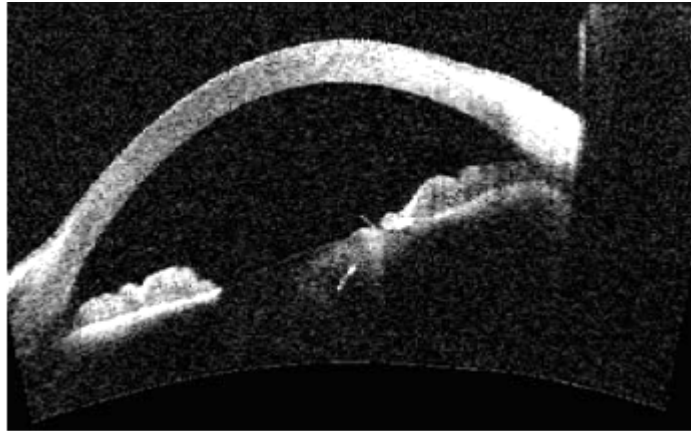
Aspect par tomographie en cohérence optique (OCT) : visualisation précise du corps étranger intra cristallinien [56].
